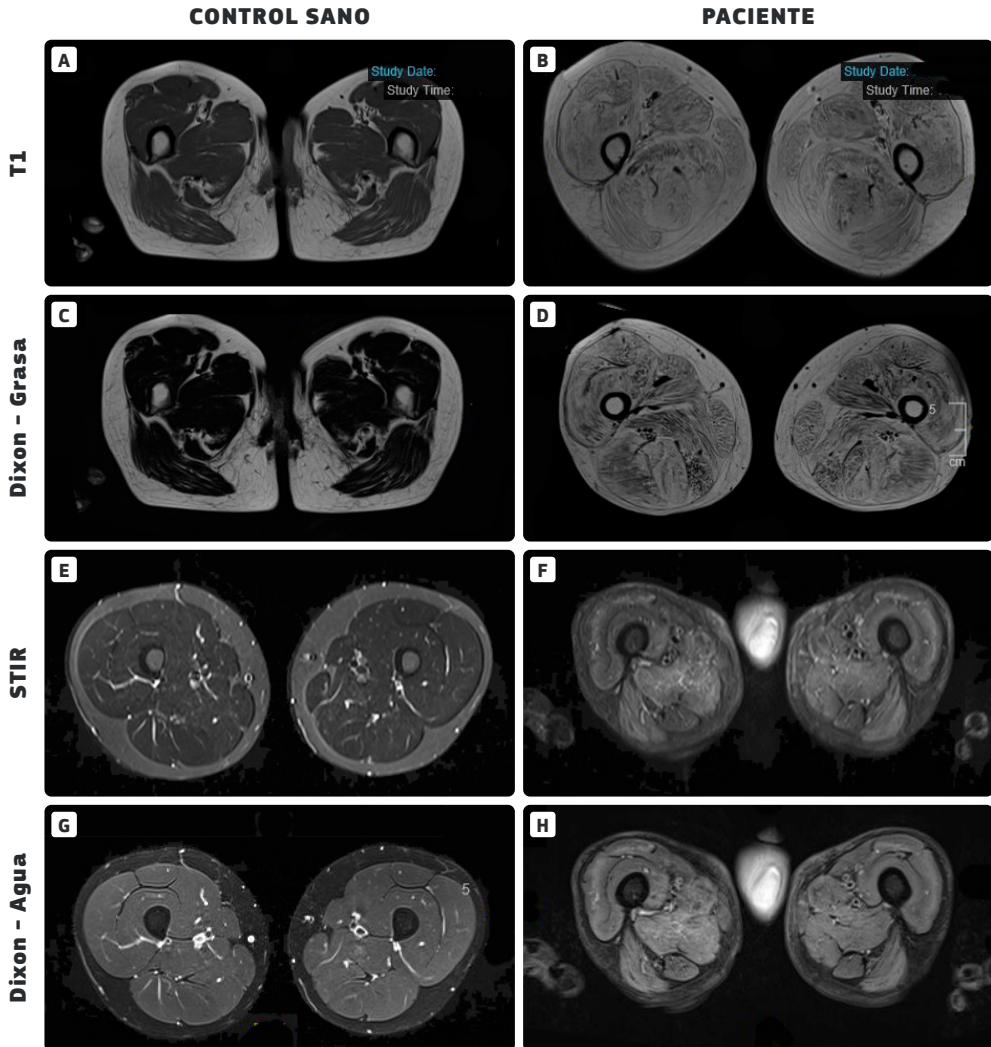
Secuencias más utilizadas en la resonancia magnética muscular.
